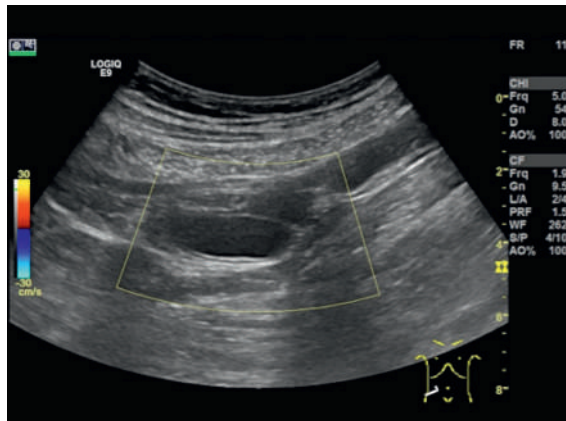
Sonographischer Befund des zweiten Patienten.
